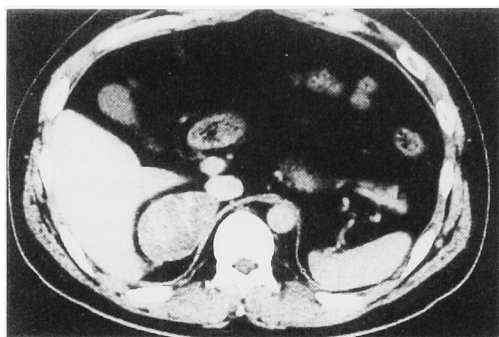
CT shows right abdominal mass with defined contour.
